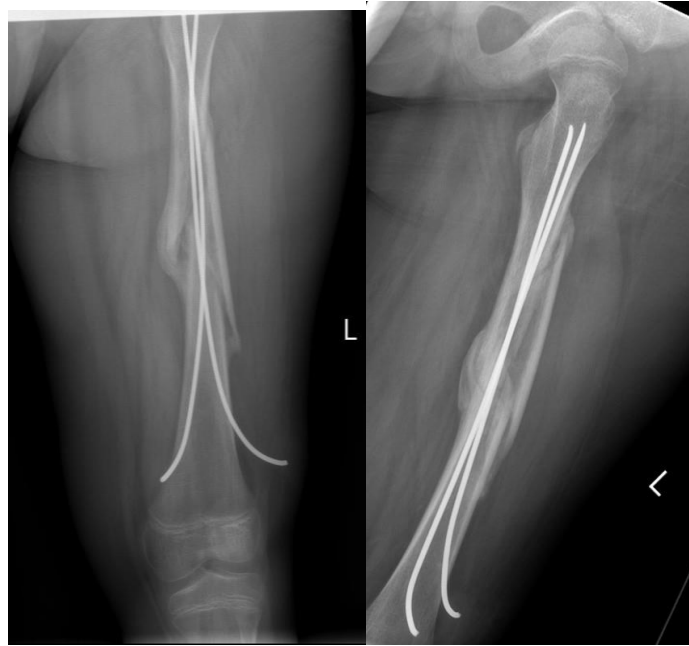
Radiografías AP y axial realizadas a las 8 semanas que muestran la formación de callo óseo.
